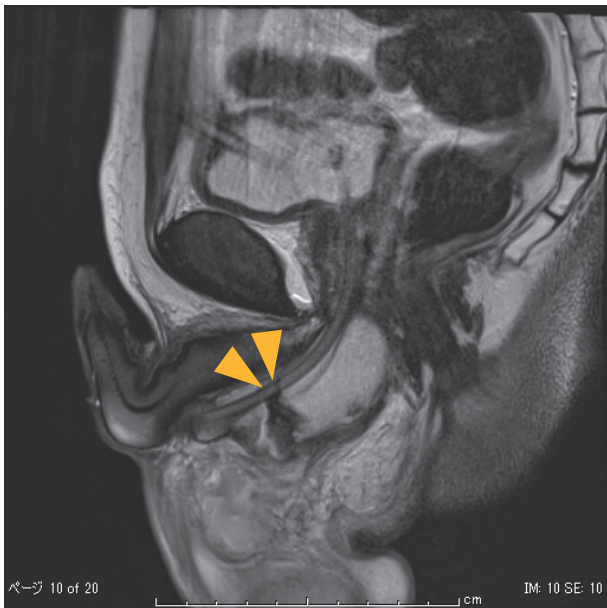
Magnetic resonance imaging shows complete rupture of the corpus cavernosum at 6 o'clock, continuous at 12 o'clock.
